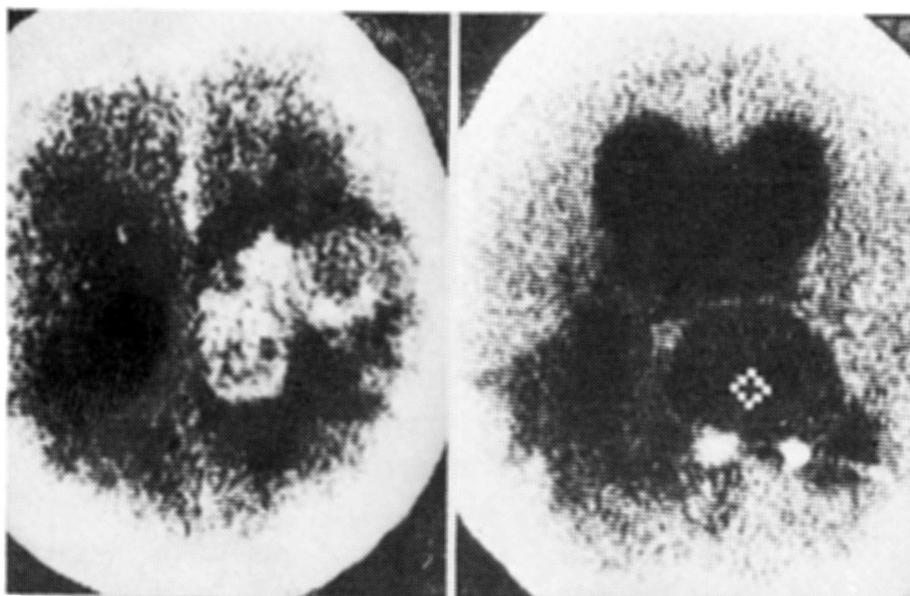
Tomografía axial computada. A izquierda (caso 1) imagen tumoral con aumento de la absorción en región parietal derecha, colapsando el ventrículo lateral. A derecha (caso 2) dilatación del sistema ventricular; tumoración quística en cuerpo y prolongación occipital.
